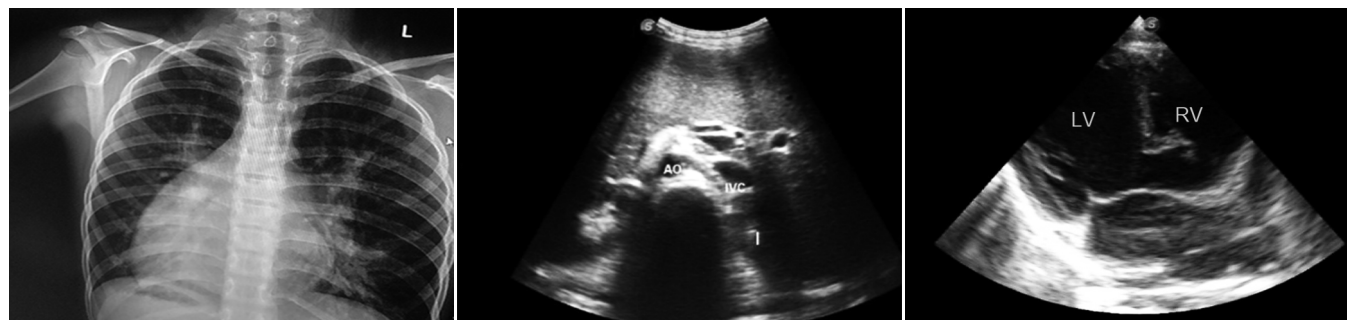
胸片示右位心,心影增大,肺淤血改变,左肺下叶感染可能;图2 超声示下腔静脉位于脊柱左侧,腹主动脉位于脊柱右侧,心房反位(IVC:下腔静脉;AO:腹主动脉);图3 超声非标准长轴切面示室间隔缺损(LV:左室;RV:右室)
